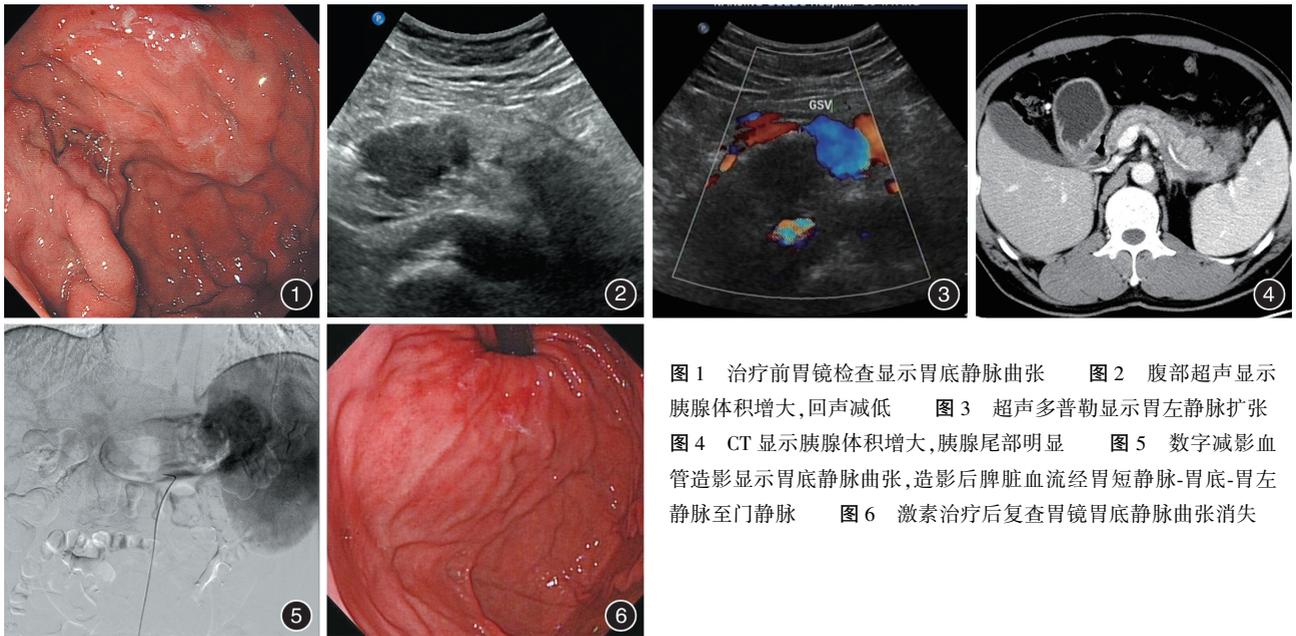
治疗前胃镜检查显示胃底静脉曲张 图 2 腹部超声显示胰腺体积增大,回声减低 图 3 超声多普勒显示胃左静脉扩张 图 4 CT 显示胰腺体积增大,胰腺尾部明显 图 5 数字减影血管造影显示胃底静脉曲张,造影后脾脏血流经胃短静脉-胃底-胃左静脉至门静脉 图 6 激素治疗后复查胃镜胃底静脉曲张消失
